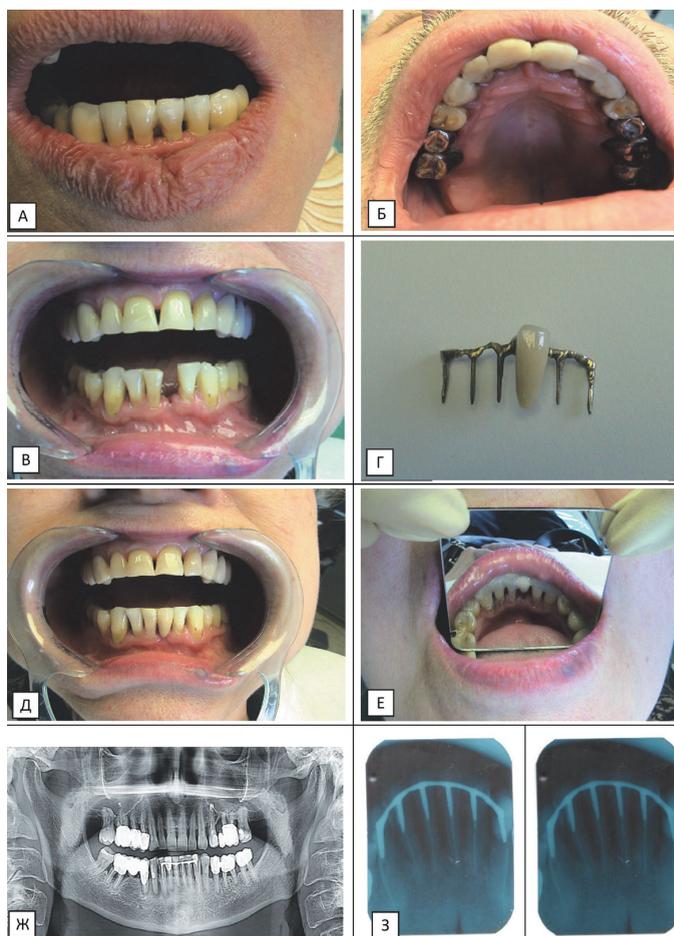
а), б) – интрадентальные металлические вкладочные шины, зафиксированы в полости рта; в), г), д), е) – вариант конструкции интрадентальной металлической вкладочной шины, восстанавливающей дефект зубного ряда во фронтальном отделе; ж), з) – методы рентгенологического исследования
